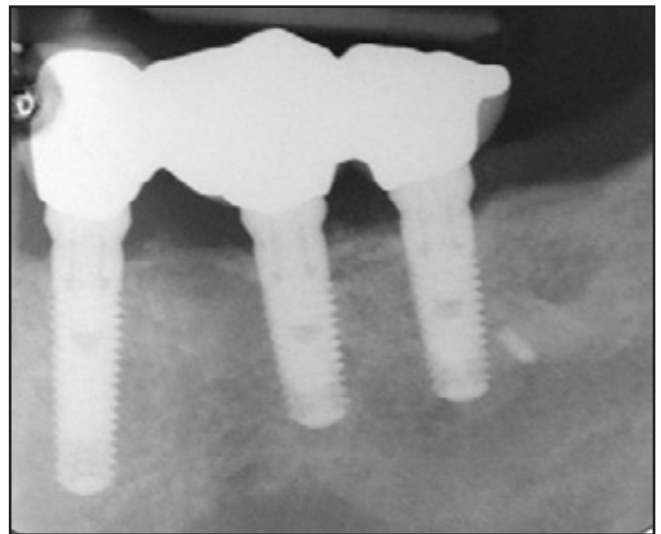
Postoperative Röntgenaufnahme von Patient 3.
